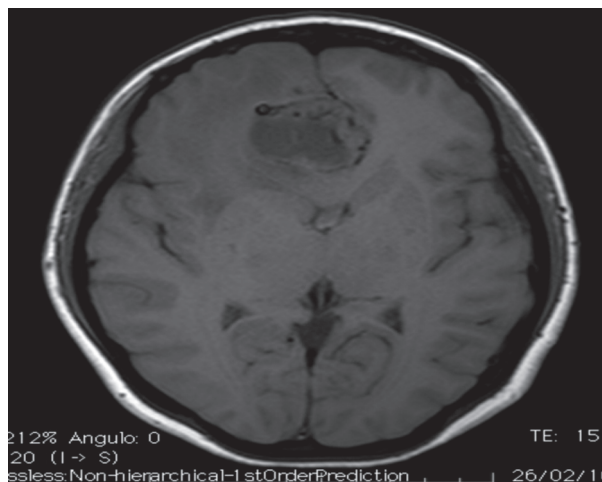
Resonancia magnética. Corte axial en secuencia T1 donde se observa un tumor sólido, interhemisférico, con desplazamiento de estructuras y edema perilesional.
